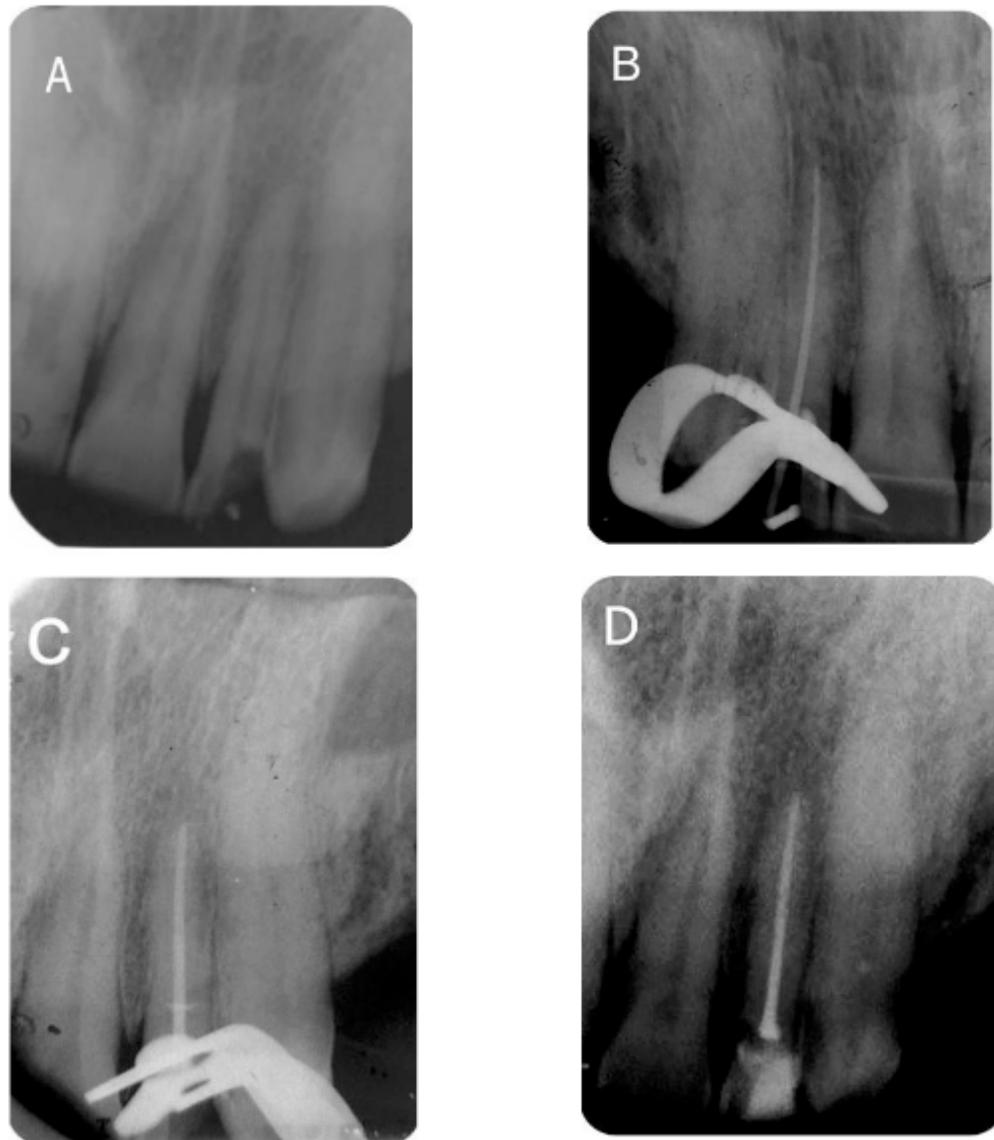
A) Radiografia inicial; B) Teste do cone; C) Radiografia da obturação; D) Radiografia final.
